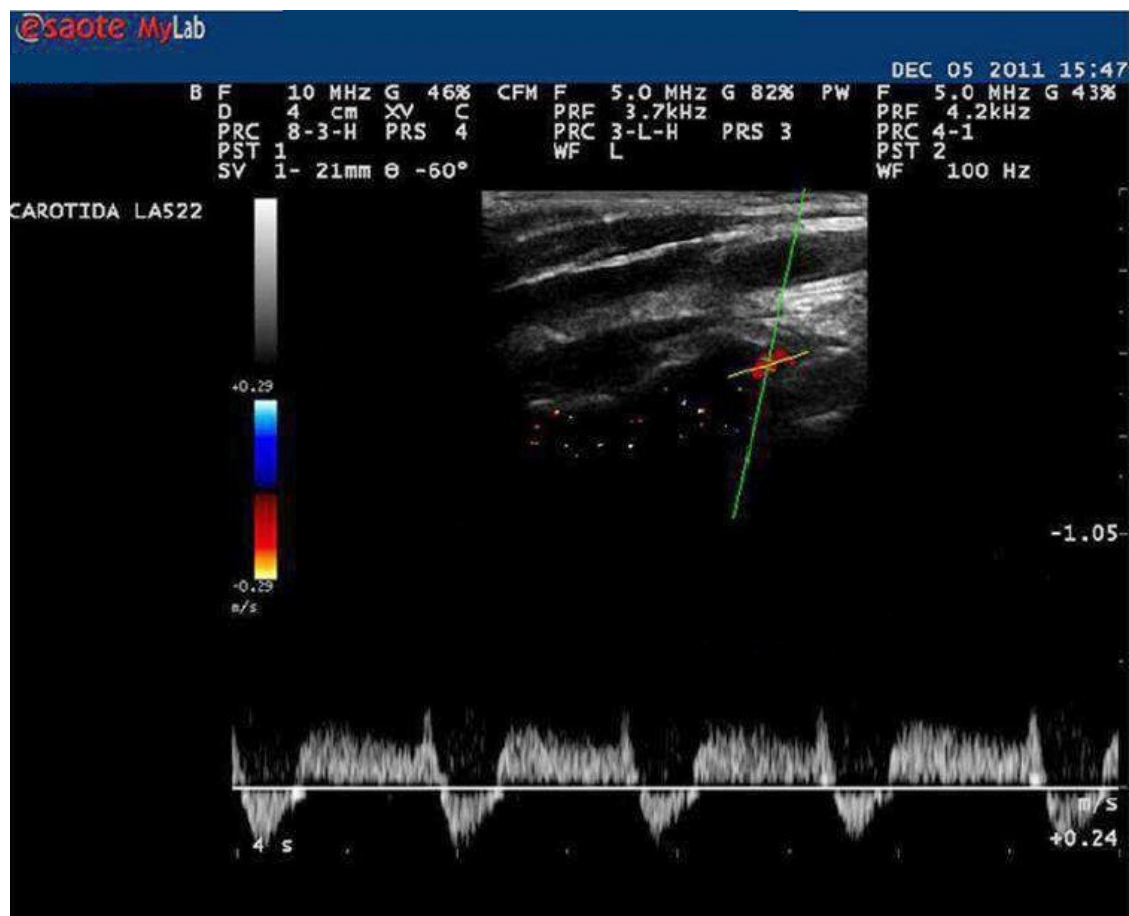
Doppler espectral (PW) de la arteria vertebral derecha mostrando inversión parcial del flujo sanguíneo, compatible con robo tipo 2 (intermitente o parcial).¹⁵
